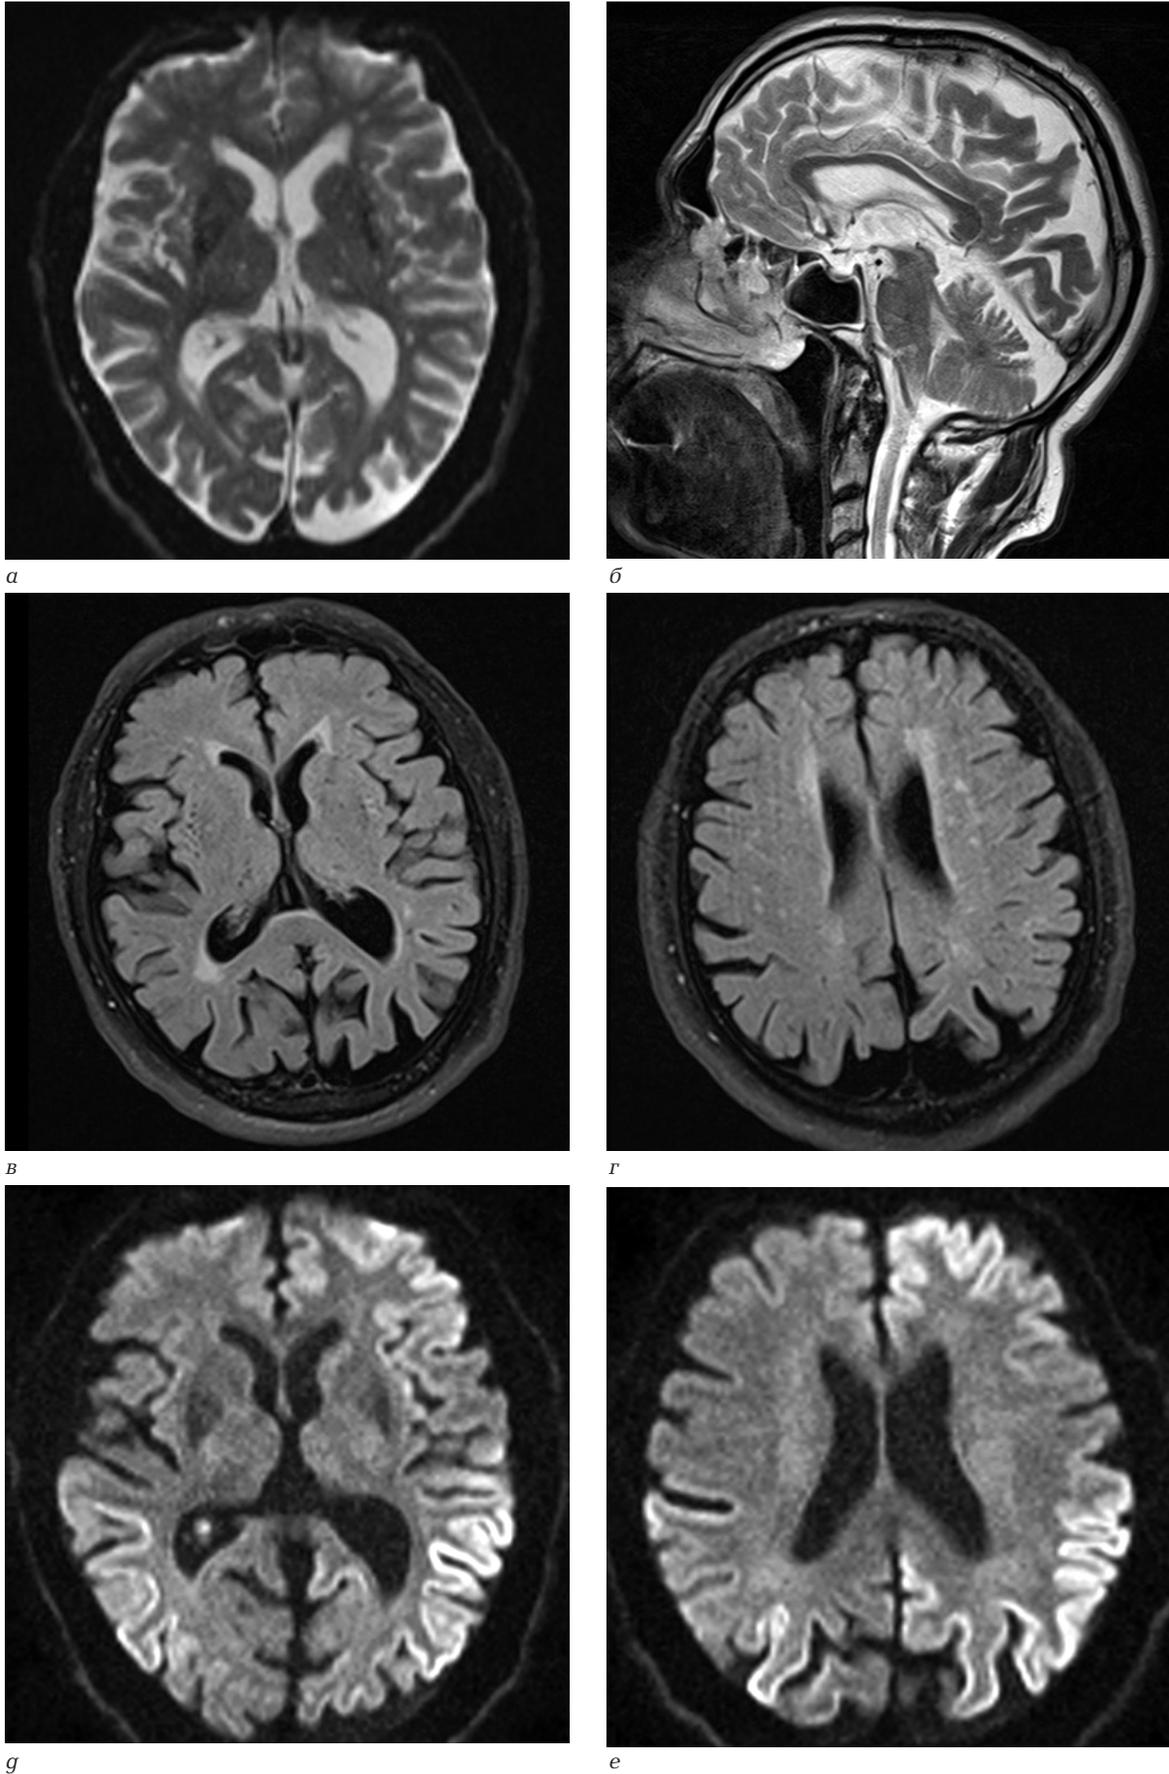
МРТ головного мозга: а – аксиальная проекция; б – сагиттальная проекция, T2 WI; в, г – аксиальная проекция, FLAIR; г, е – аксиальная проекция, DWI. Пояснения даны в тексте
